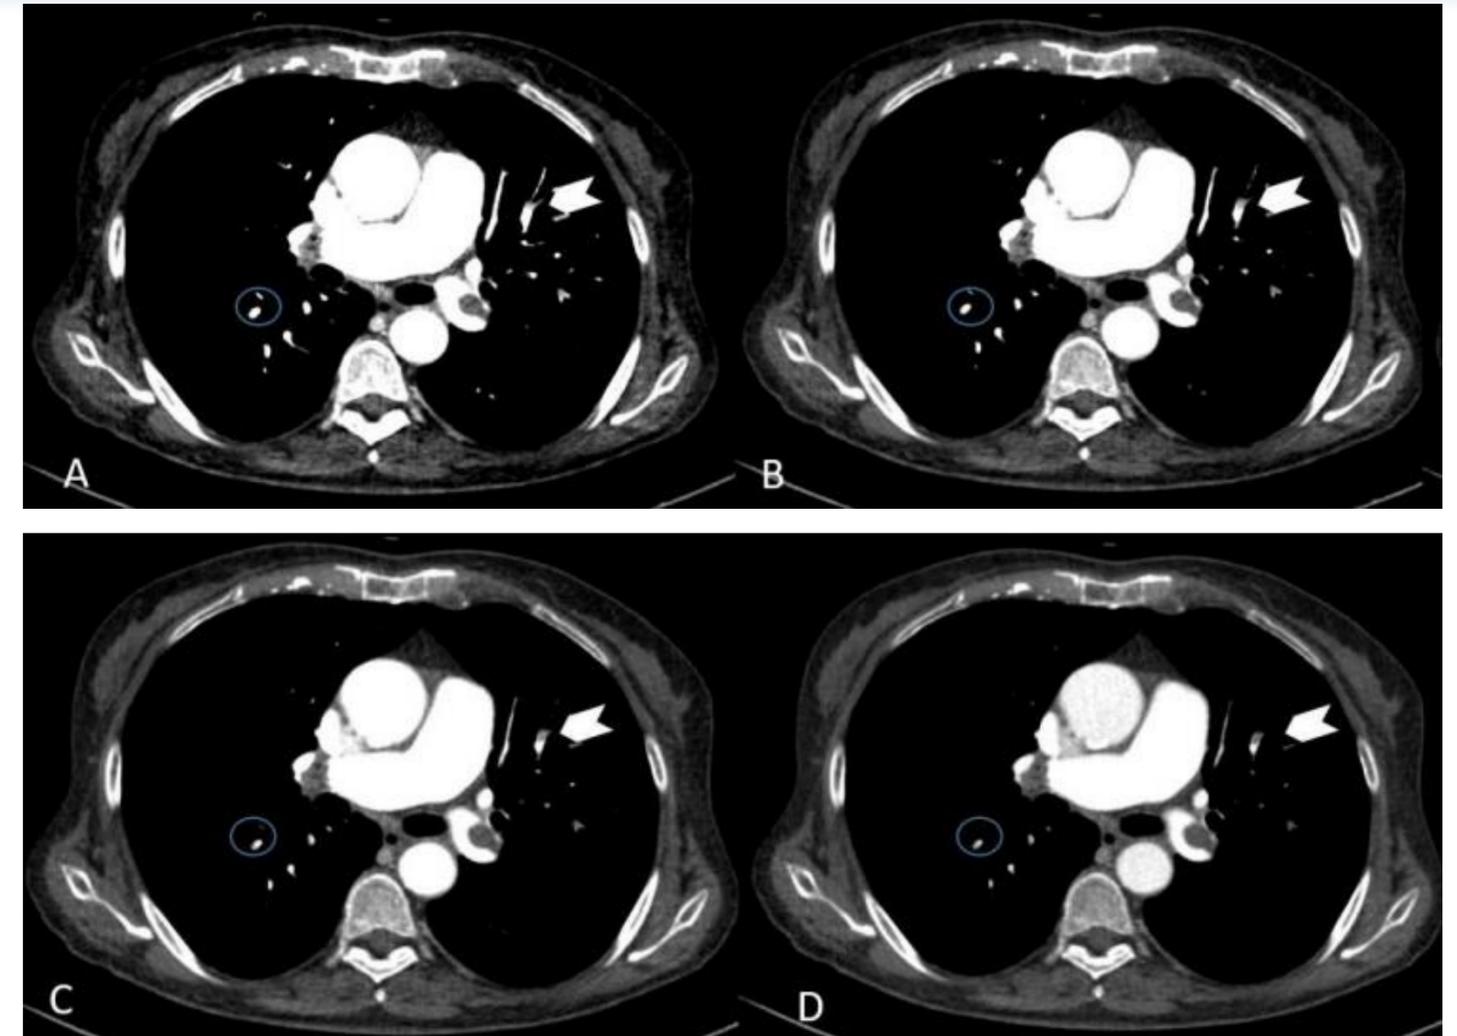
Angio-TC polmonare con diverse ricostruzioni monoenergetiche 40 (A), 50 (B), 60(C) e 70 (D) keV. Si può osservare una migliore visualizzazione dei difetti embolici (cerchio e punta di freccia) nelle ricostruzioni a 60 e 70 keV.
